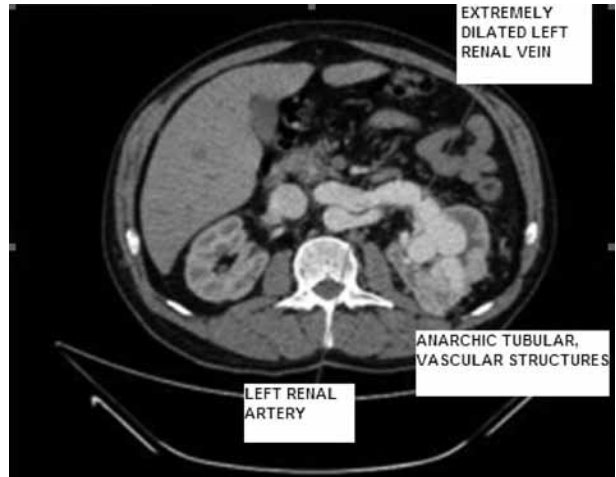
Computed tomography image of renal arteriovenous fistula on the left side and extremely dilated left renal vein.
